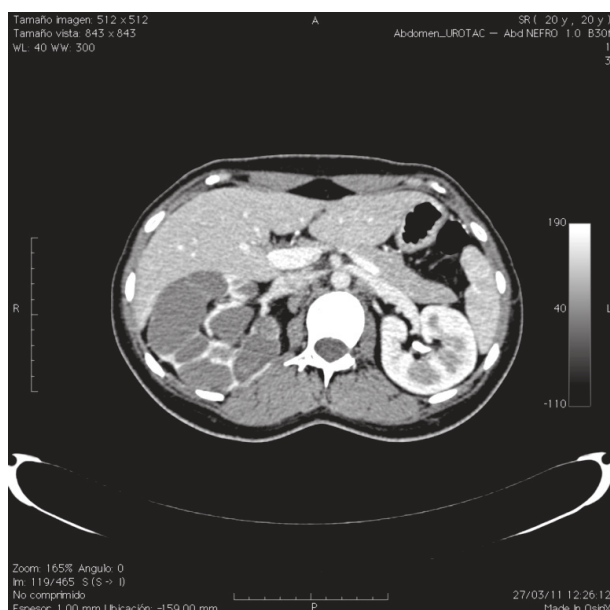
La tomografía axial computada, muestra riñón derecho hidronefrotico.
